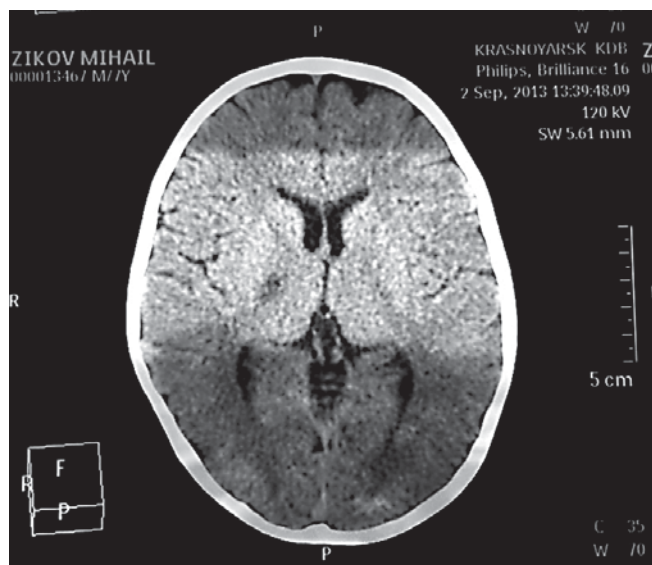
КТ головного мозга. Ишемический очаг в области внутренней капсулы справа.
